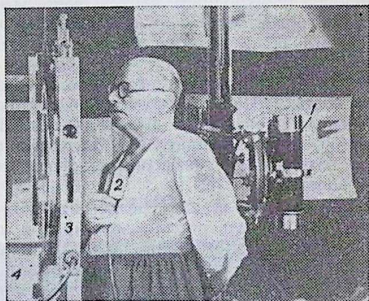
Одновременная запись пульсации сердца рентгеновыми лучами и звуков сердца (рентгенокимофонография) с помощью электроакустической установки: 1 — рентгеновская трубка для снимков; 2 — больной с наружным датчиком; 3 — кимограф; 4 — осциллограф. Звуки, воспринятые датчиком, после усиления записываются осциллографом, вмонтированным в рентгенокимофонограф.
